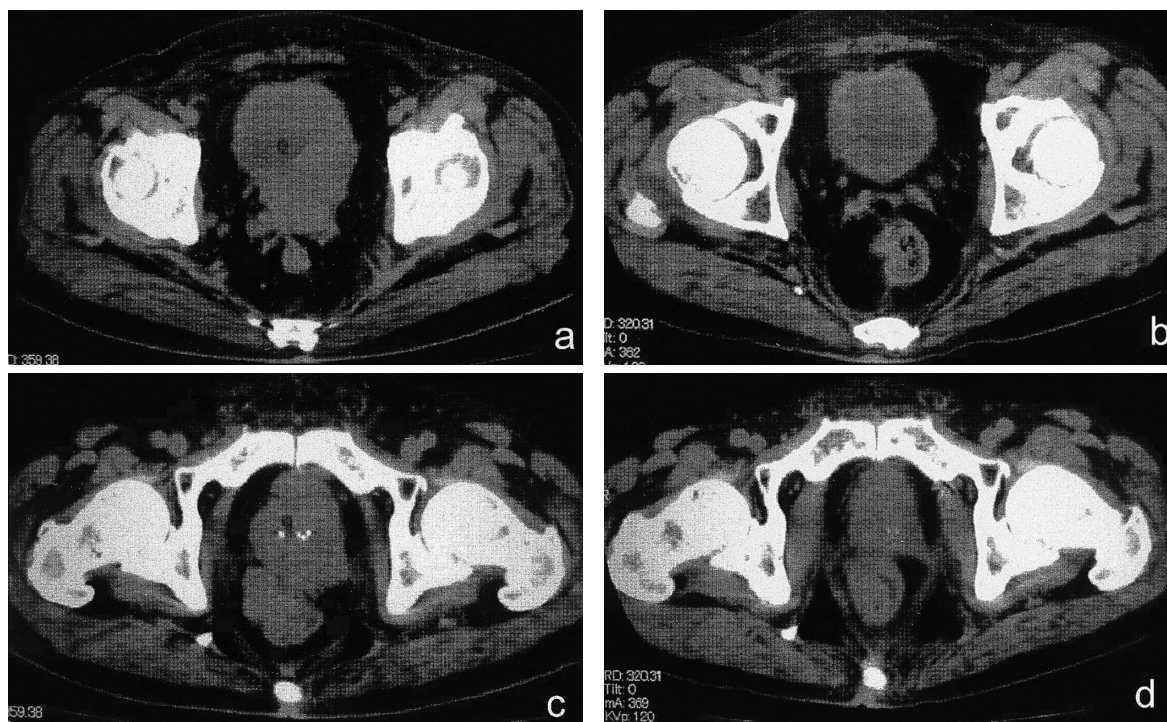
At the time of pre-chemotherapy, CT scan image of the pelvis showed a marked enlarged prostatic tumor invading to bladder, seminal vesicle and rectum (a) (c). The prostatic lesions are remarkably reduced after 2 courses of chemotherapy (b) (d).
